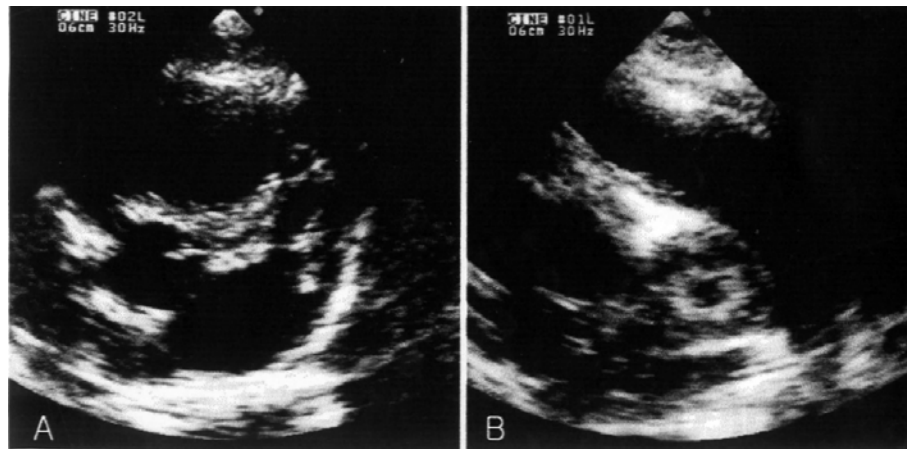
One year later. (A) High parasternal short axis view shows mural thrombi along the wall of the left main and anterior descending coronary arteries. (B) The short axis view of the left anterior descending artery shows a 3 layer doughnut like appearance created by presence of the mural thrombi.
